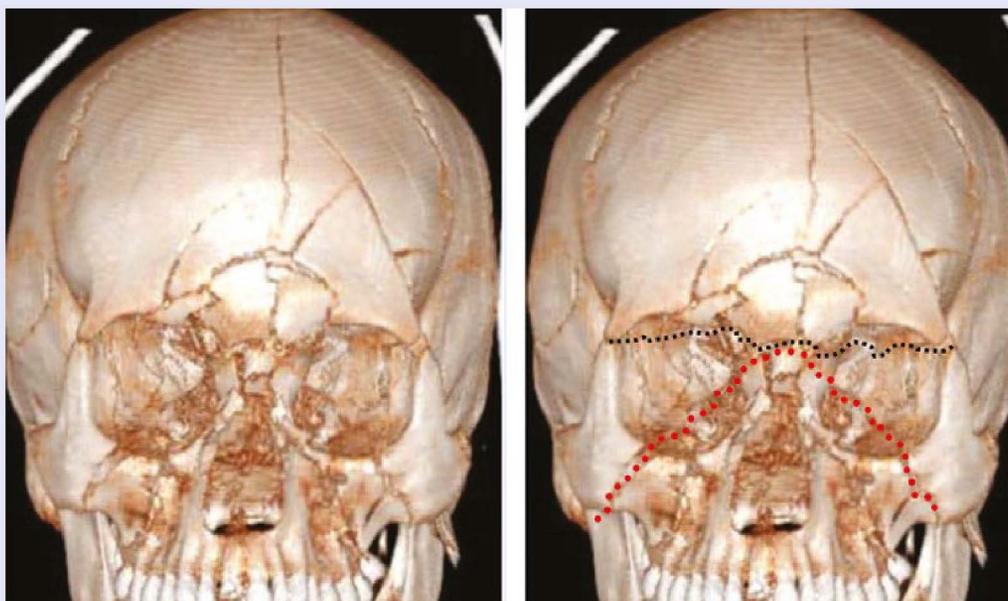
Petit exercice sur une TDM en reconstruction 3D. Essayez de trouver les fractures de Le Fort.
